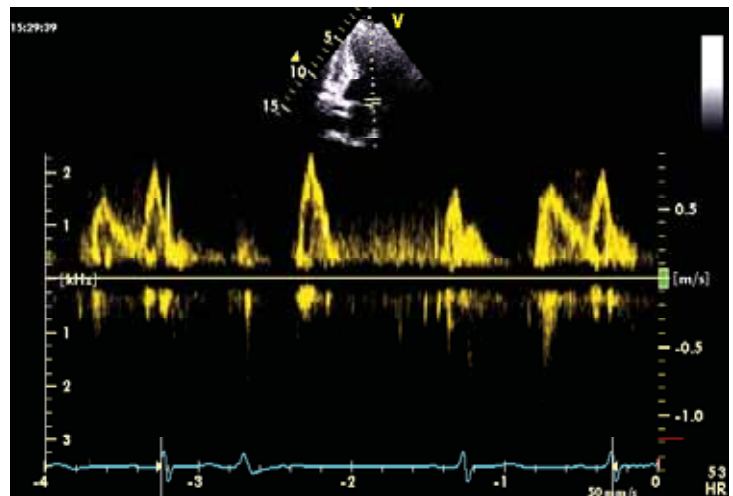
Dopplerul spectral transmitral în extrasistolia ventriculară
